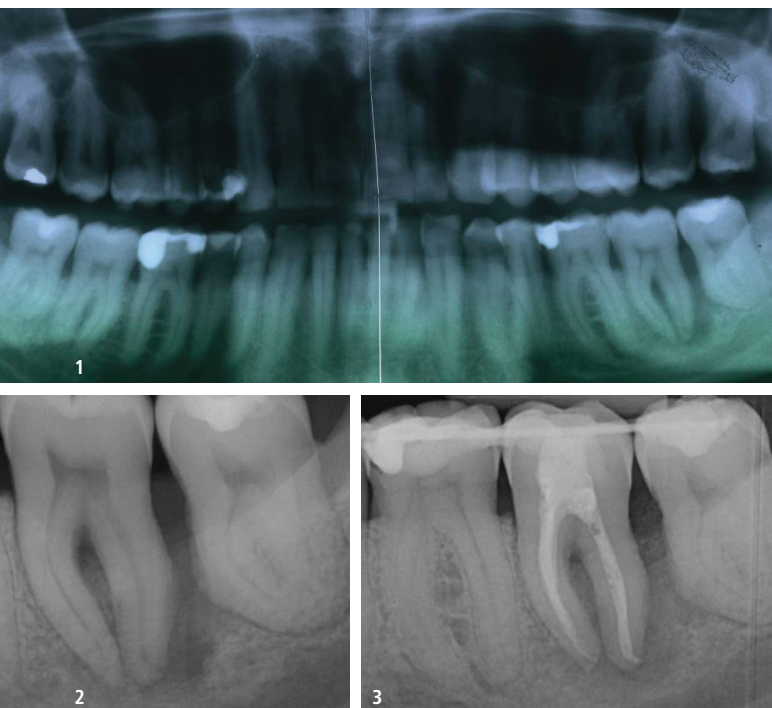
Röntgenaufnahme der Situation vor der Wurzelkanalbehandlung. – Abb. 3: Situation vier Monate nach der Wurzelkanalbehandlung.
